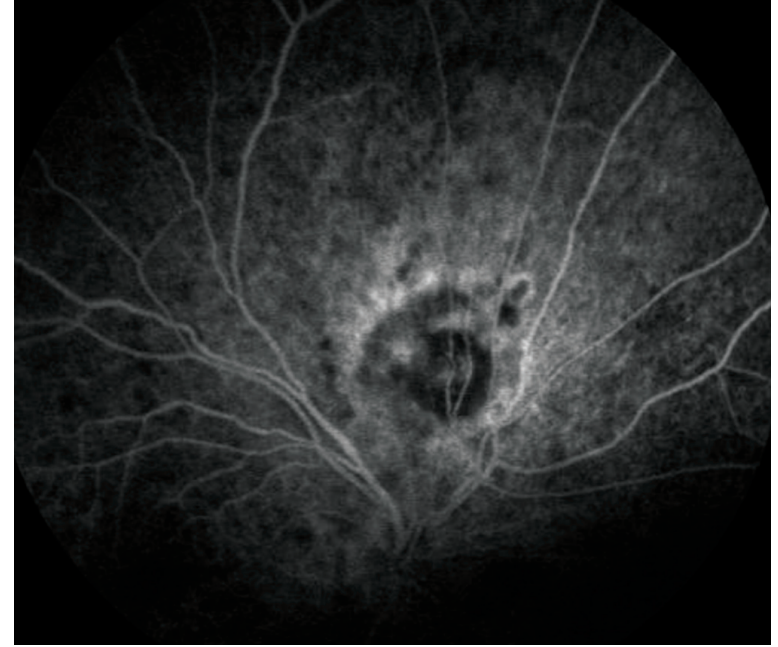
Vogt Koyanagi Harada sendromu olgusunda sağ göz floresein anjiyografisinde erken dönemde başlayan ve geç dönemde artarak devam eden floresein sızıntısı ile klasik koroidal neovasküler membran.
